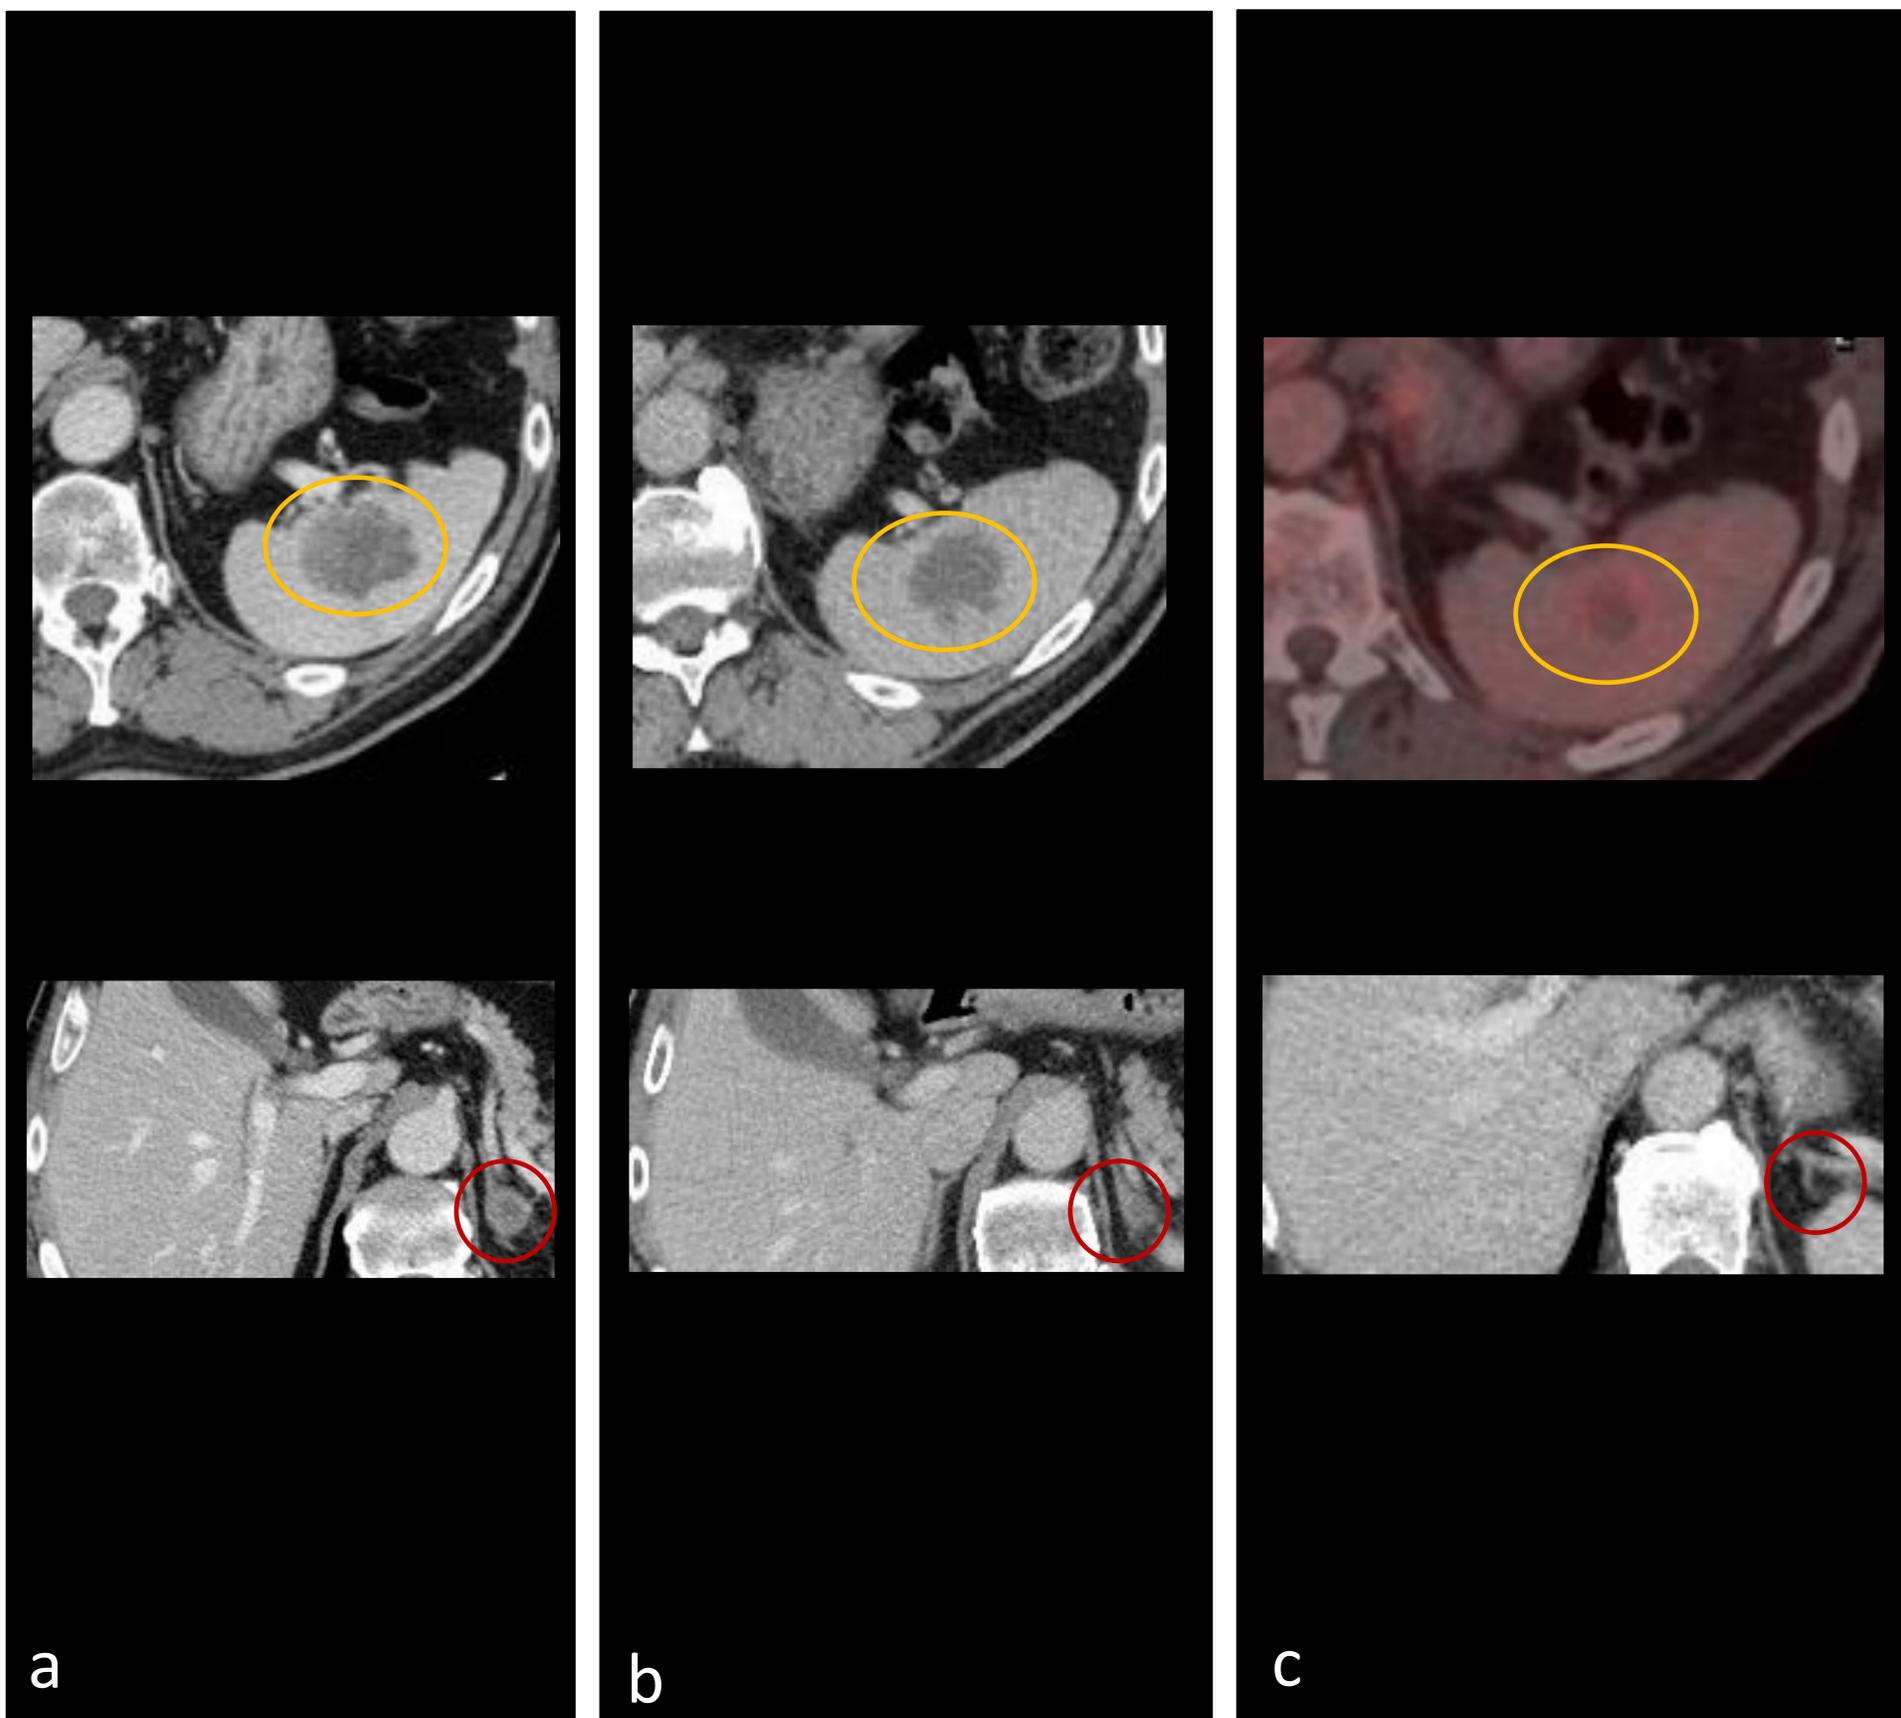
Varón de 63 años con adenocarcinoma de pulmón estadio IV con respuesta completa metabólica. a) imágenes axiales de TC de abdomen con lesión focal esplénica y nódulo suprarrenal izquierdo en relación con M1 antes del inicio de Nivolumab. b) Disminución de las lesiones tras 6 ciclos. c) imágenes axiales de TC de abdomen y PET-TC con disminución del tamaño y sin evidencia de actividad metabólica de la lesión focal esplénica y desaparición del nódulo suprarrenal izquierdo tras 28 ciclos (círculos amarillos y rojos).
